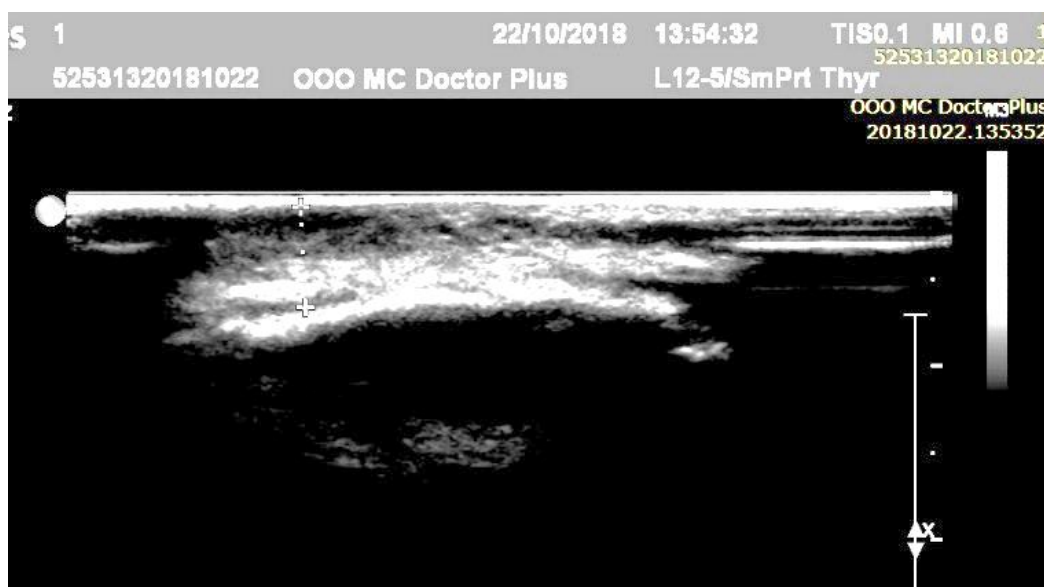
УЗИ ребенка В. через 9 месяцев после лечения: при ЦДК кровотока отсутствует
